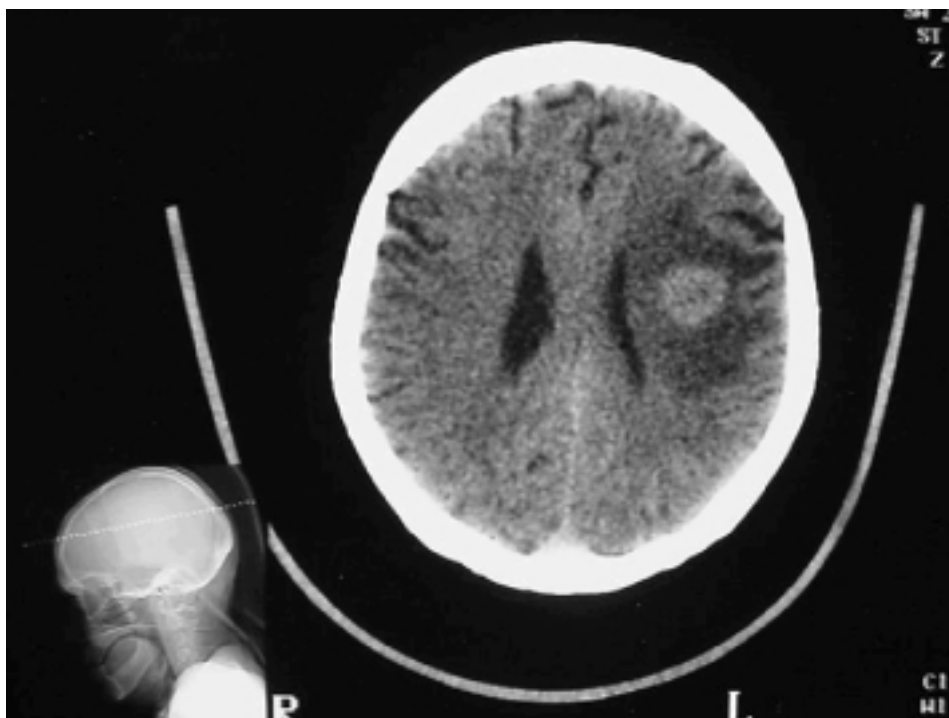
Tomografía computarizada de cráneo que evidencia una gran masa cerebral derecha. Tuberculoma cerebral diagnosticado por estudio anatómico-patológico de la pieza de biopsia.
